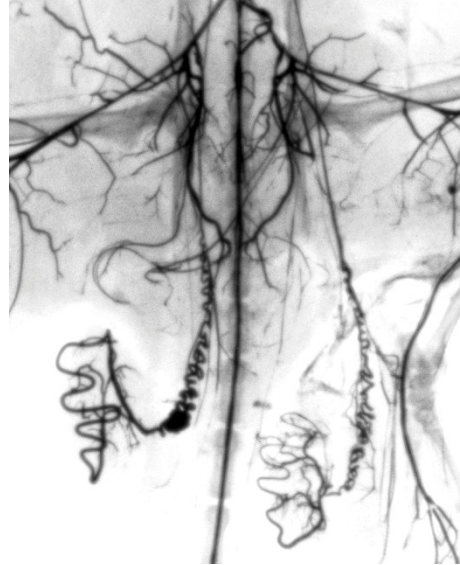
Рентгенангіограма яєчок щурів на чотирнадцяту добу дозованої компресії сім'яного канатика
